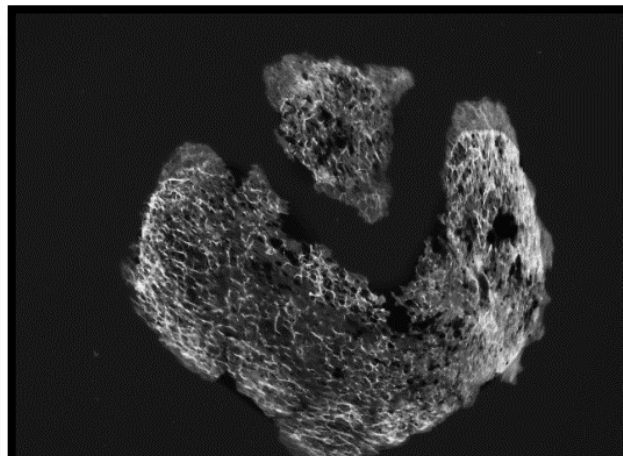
Radiografia do fragmento de ílaco do indivíduo 27042 que mostra pontuais regiões de densidade óssea e lesões osteolíticas.
